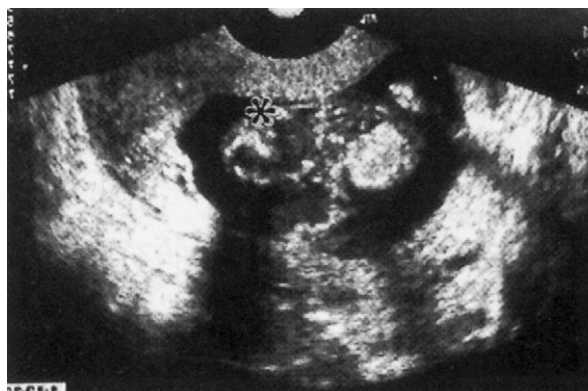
Ecografía (12 semanas). Anomalia raquídea cervical (asterisco), onfalocelo y anencefalia.
